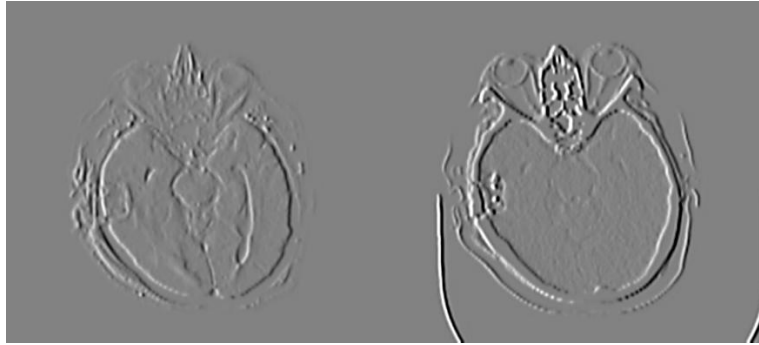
4 : Résultats de la fusion de la couche de textures de deux images d'IRM et CTscan.
